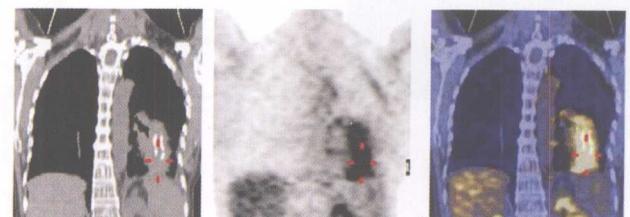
女性, 57岁, 3年前左肺下叶细支气管肺泡癌楔形切除术后, ^{18}F -FDG PET/CT示左肺下部肿块状放射性异常浓聚, 肿块内见银夹, 术野肺癌复发
